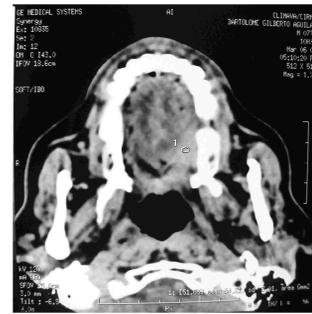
Tomografía axial computarizada cortes axiales a nivel maxilar donde se observa lesión isodensa a tejidos blandos abarcando parte de paladar duro y blando.
